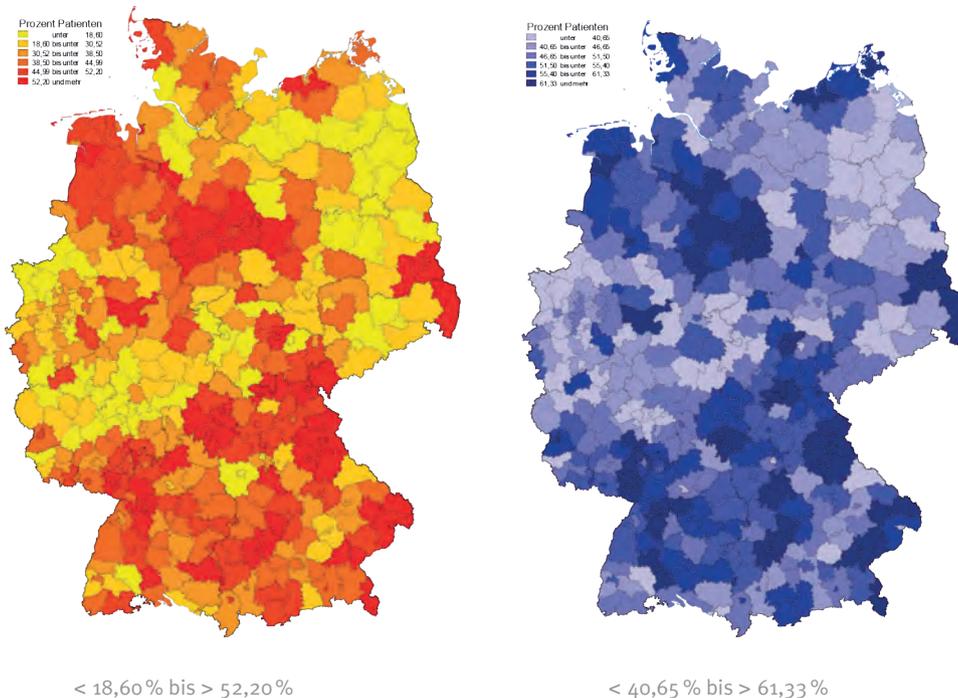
Thoraxaufnahmen bei Pneumologen mit Röntgen Thoraxaufnahmen bei allen pneum. Patienten (ZI)
